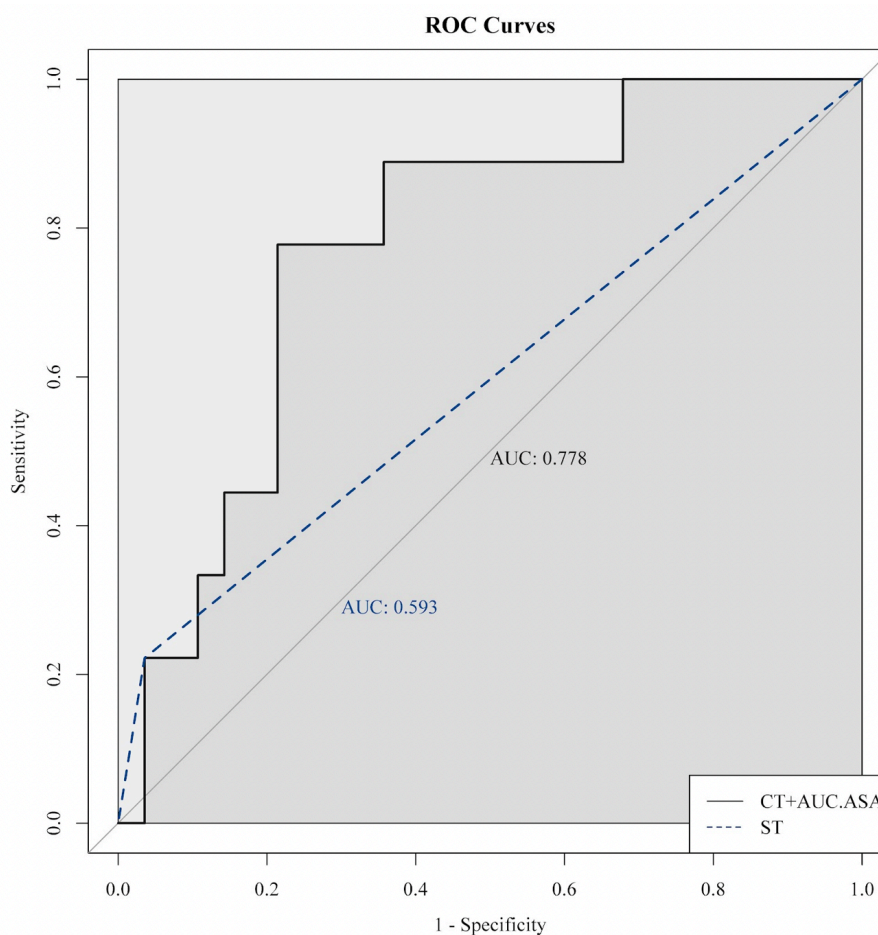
Сравнение моделей CT+AUC ASA и ОИМпST vs ОИМбпST. ROC-кривые
